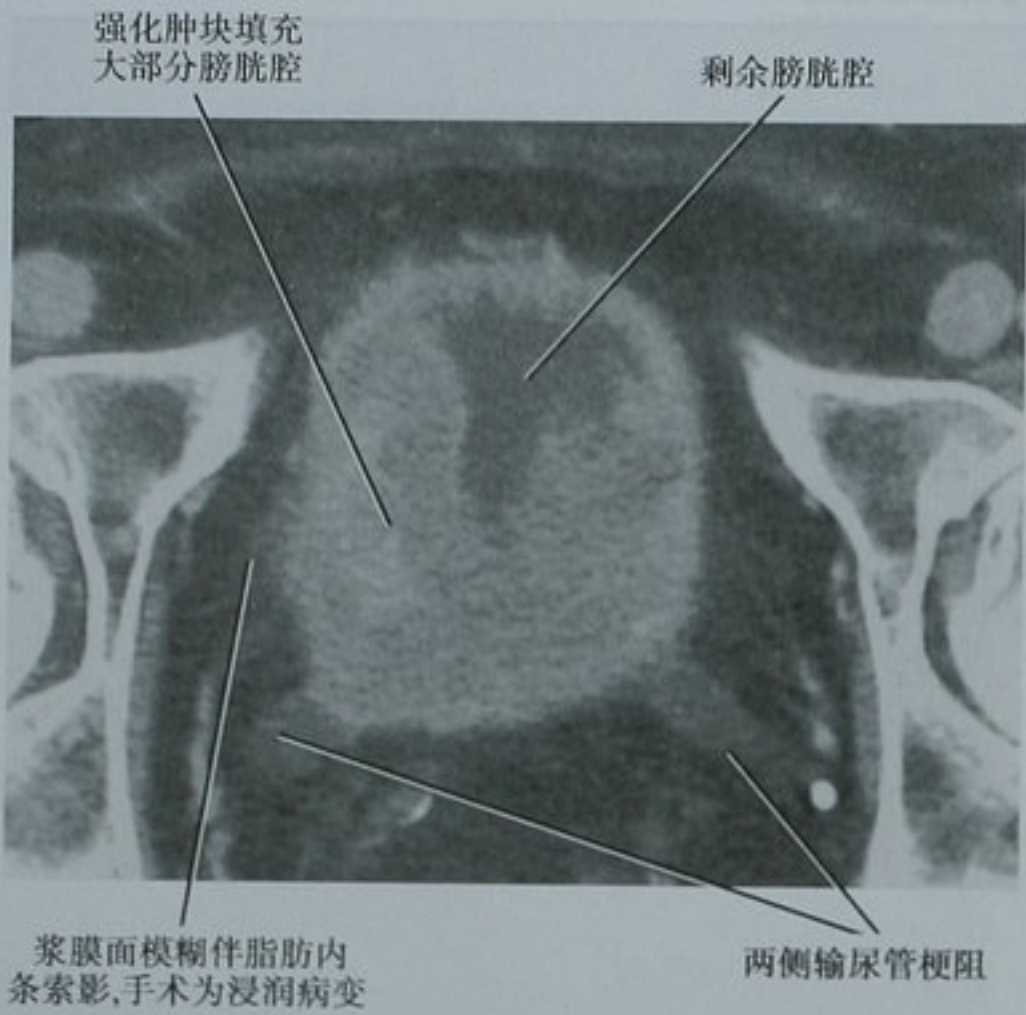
盆腔对比增强 CT 扫描横断位图像显示泌尿上皮癌弥漫性膀胱壁受累。手术证实右侧缘局部膀胱外侵犯
